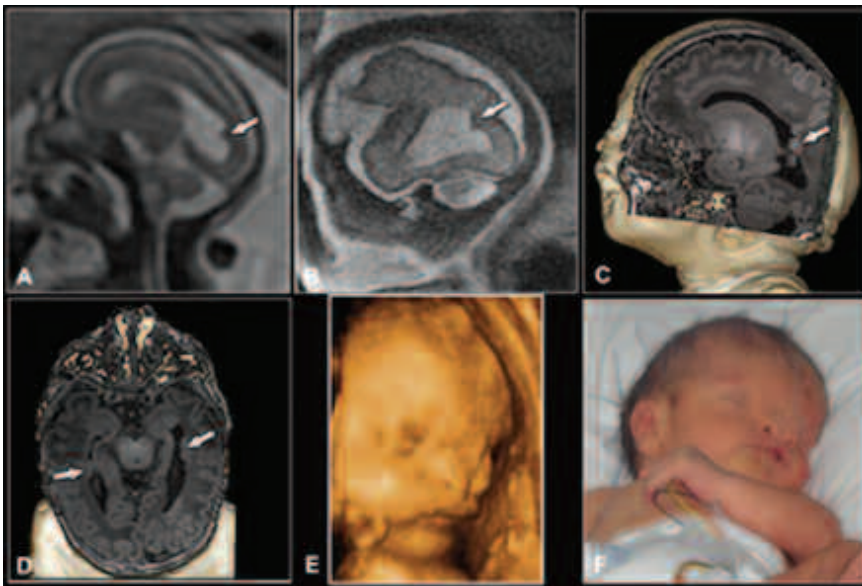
Displasia frontonasal y heterotopías subependimarias EG 19,5 s (a) Sagittal SSFSE T2. Improntas en la pared del atrio ventricular izquierdo por heterotopias subependimarias (flecha). Control a la semana 29 (b) Sagittal SSFSE T2. Hallazgos similares a RM previa. Control postnatal (c) y (d) 3D SPGR con reconstrucciones VR. Se confirma la existencia de heterotopia periatrinal izquierda y se identifican numerosas heterotopias periventriculares. (e) Ecografía 3D prenatal, reconstrucción tridimensional en superficie; (f) fotografía postnatal.
